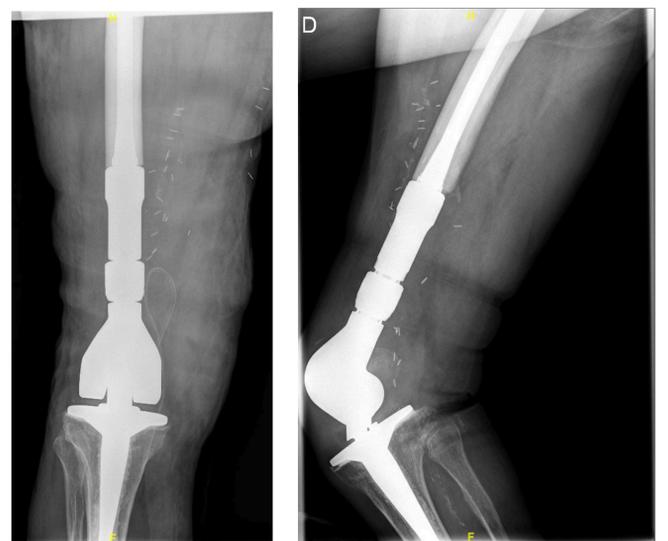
(A y B). Radiografía de control tras intervención con prótesis tumoral OSS cementada.
